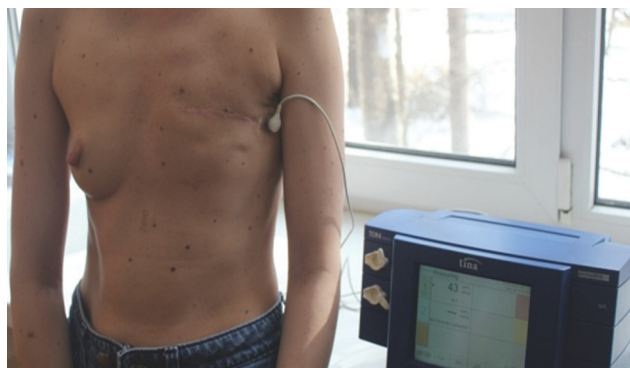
Определение перфузии кислорода в зоне радиоиндуцированного фиброза у больной раком молочной железы
